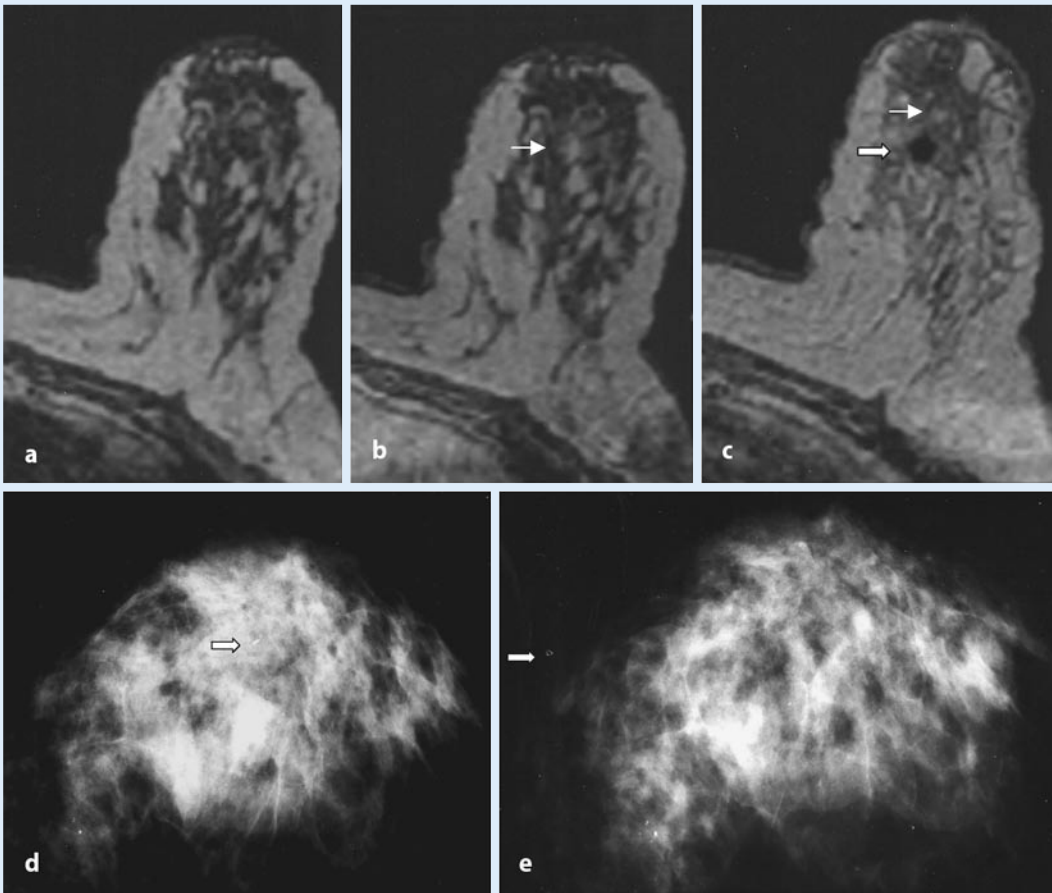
e ▲ Nativ- (a) und Post-KM- (b) Serie des Planungs-MRT vor der Vakuumbiopsie. Die Brust wird in mediolateraler Richtung komprimiert. Nach KM-Injektion zeigt sich zentral, retro-mamillär eine kleine fokale KM-Anreicherung (Pfeil). c Unmittelbar nach der Intervention ist die Läsion nur noch partiell abgrenzbar. Der Clip (dicker Pfeil) liegt unmittelbar dorsal der ehemaligen Läsion (dünner Pfeil) und bildet ein deutliches kreisrundes Artefakt. Im Vergleich etwas andere Schichtführung, da die Punktionsstelle lateral mit einem Tupper komprimiert wird, um eine stärkere Einblutung während der Bildgebung zu verhindern. d, e Kraniokaudale Mammographie unmittelbar nach Intervention (d) derselben Patientin wie in a–c sowie 6 Monate nach Biopsie (e). Der Clip hat sich im zeitlichen Verlauf aus regelrechter Lage (d) nach subkutan (e) verlagert
